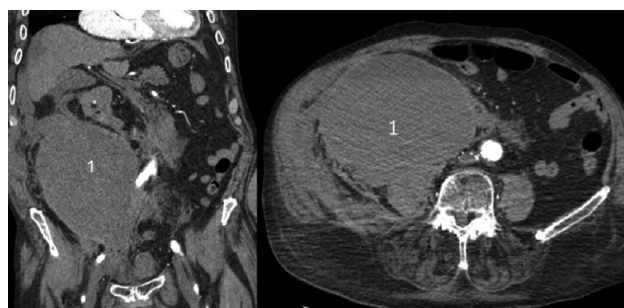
КТ органов брюшной полости с контрастным усилением (Ультравист). В забрюшинном пространстве справа (1) с распространением в полость малого таза и мягкие ткани брюшной стенки определяются скопления гиперденсной (+36 HU) плотности, соединяющиеся между собой, размерами 150 × 14 × 181 мм и 48 × 90 × 110 мм — гигантская забрюшинная гематома справа
